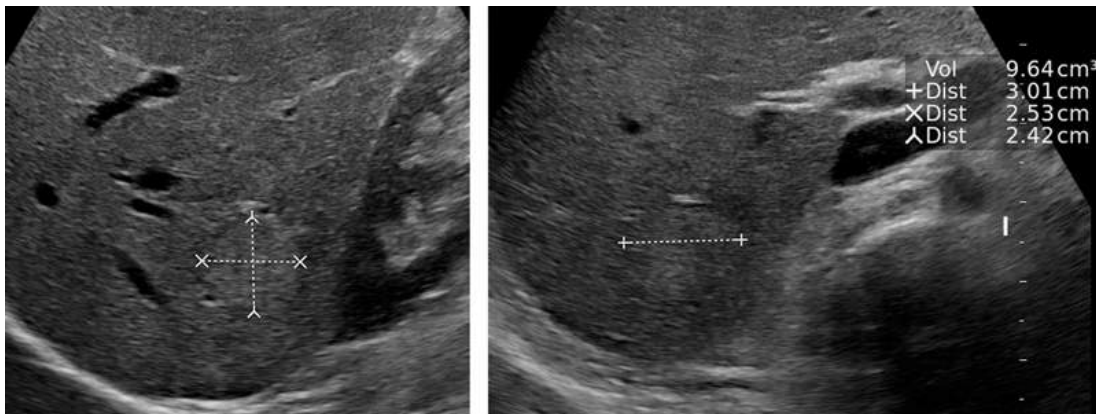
HNF mesurée dans les trois plans de l'espace avec calcul de son volume, ici estimé à environ 10 cc. L'estimation de ce volume facilitera la surveillance de sa taille sur d'éventuelles échographies ultérieures.
